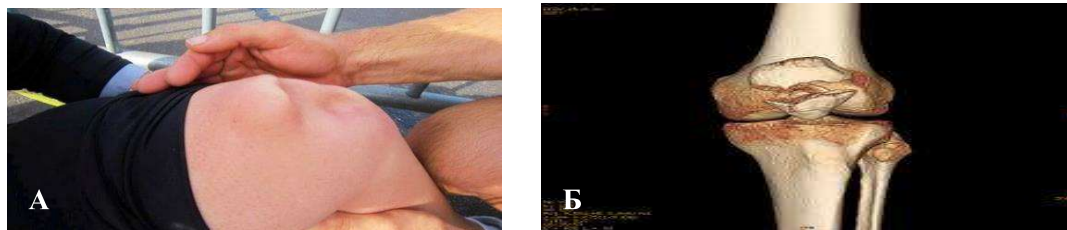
Перелом надколенника: А – внешний вид коленного сустава при переломе надколенника, Б - Компьютерная томография коленного сустава.
